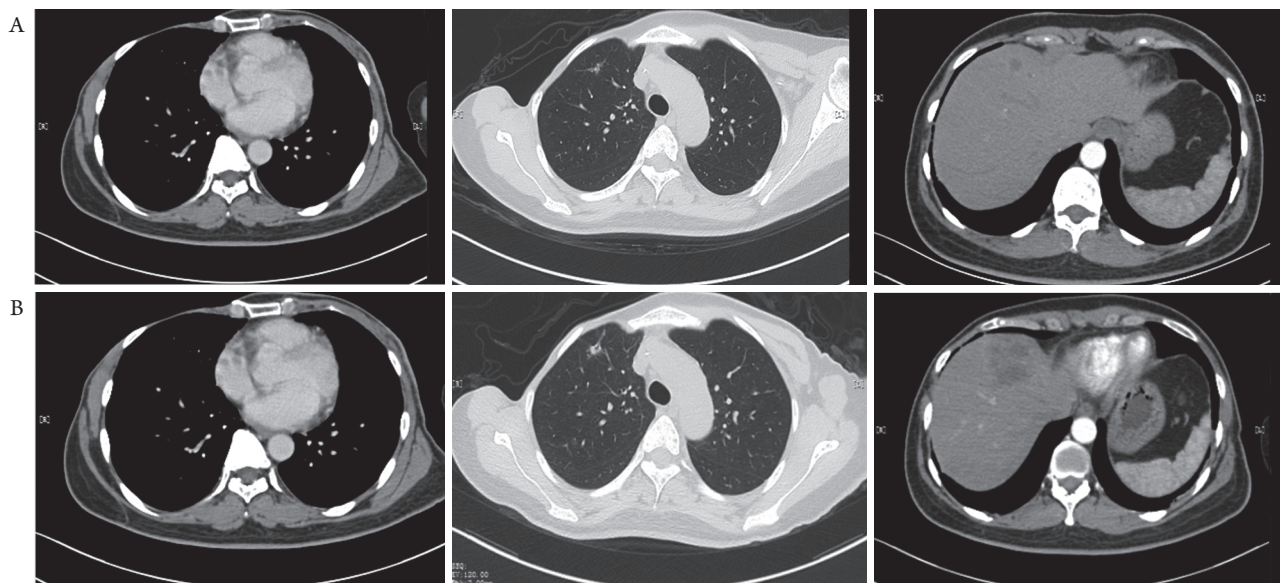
2018年8月9日(A)与2019年4月18日(B)CT检查对比肺部病灶未见明显变化, 肝病灶大小进行疗效评估提示结节状病灶明显变大。
